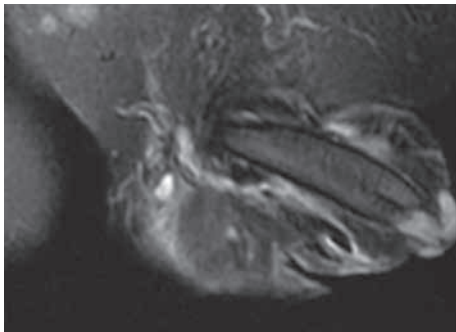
МРТ олеогранулемы полового члена
